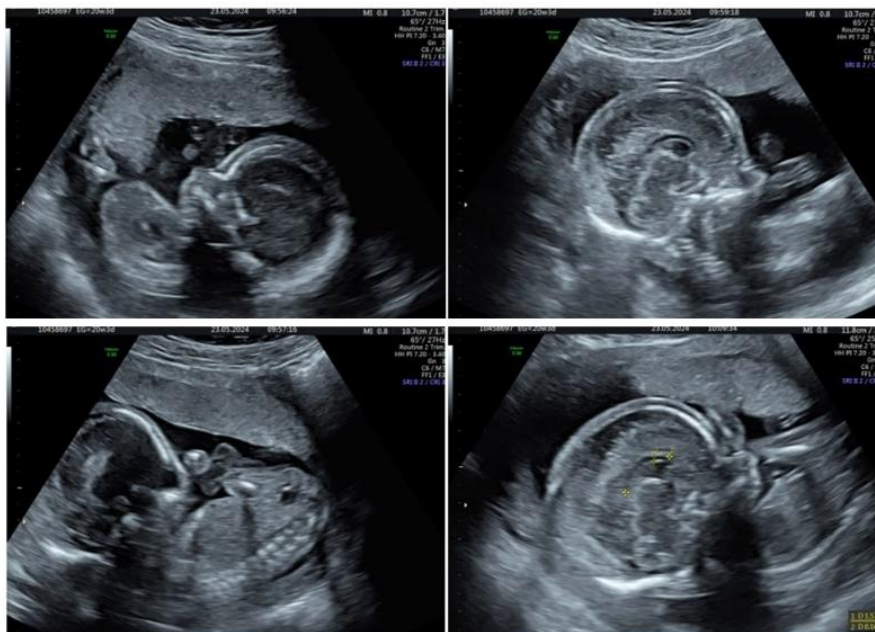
Ecografía de control de la semana 20+3.
